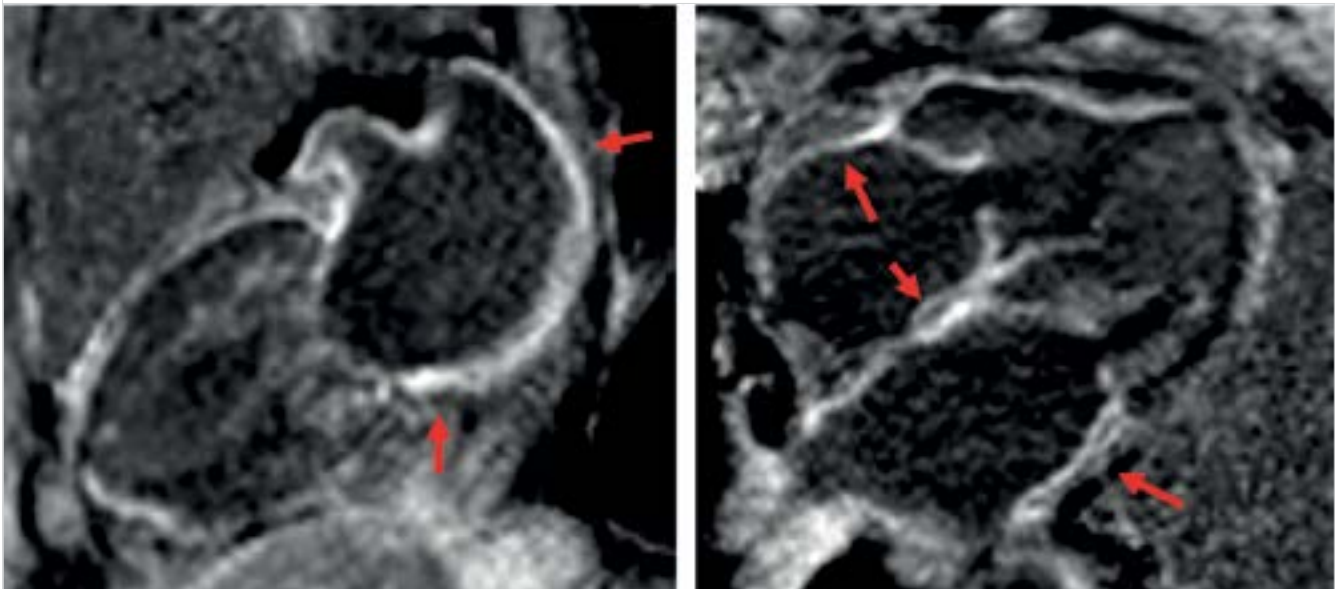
Cardiac magnetic resonance of a patient with cardiac amyloid and atrial fibrillation with diffuse late gadolinium enhancement and enlargement of bilateral atria revealing the infiltrative nature of the disease
